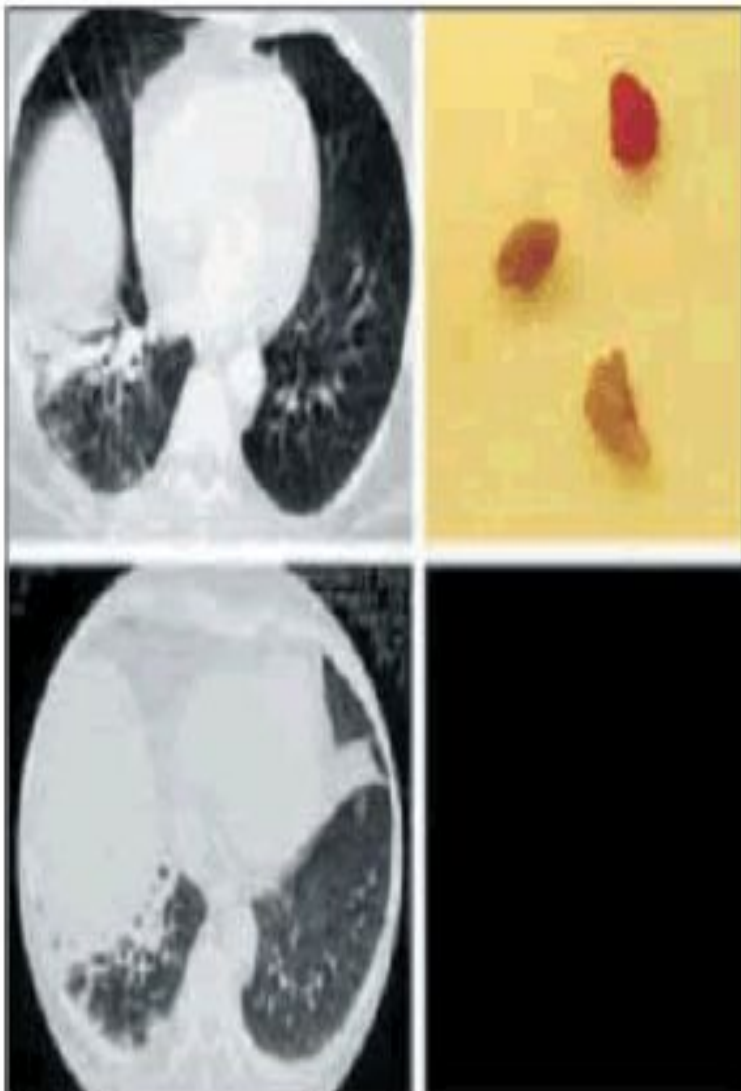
Результаты КТ и фрагменты инородных тел, извлеченные из бронхов
